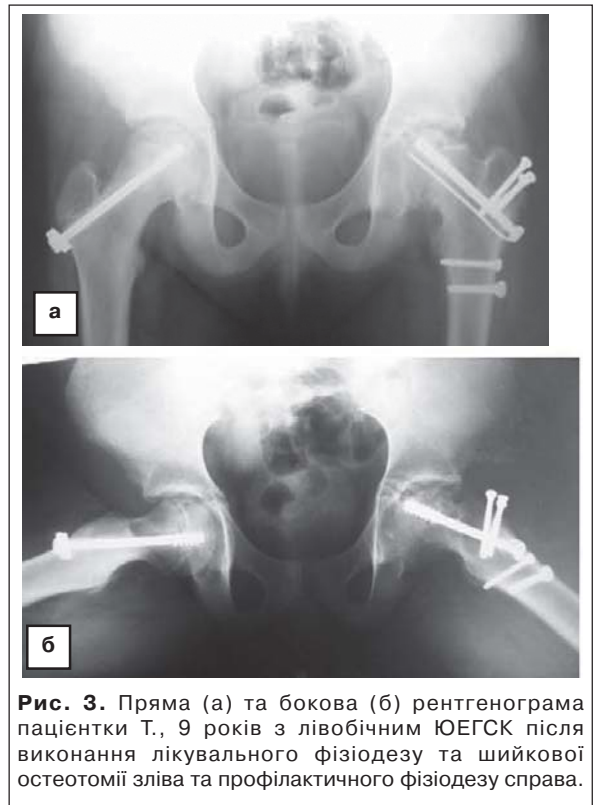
Пряма (а) та бокова (б) рентгенограма пацієнтки Т., 9 років з лівобічним ЮЕГСК після виконання лікувального фізіодезу та шийкової остеотомії зліва та профілактичного фізіодезу справа.
